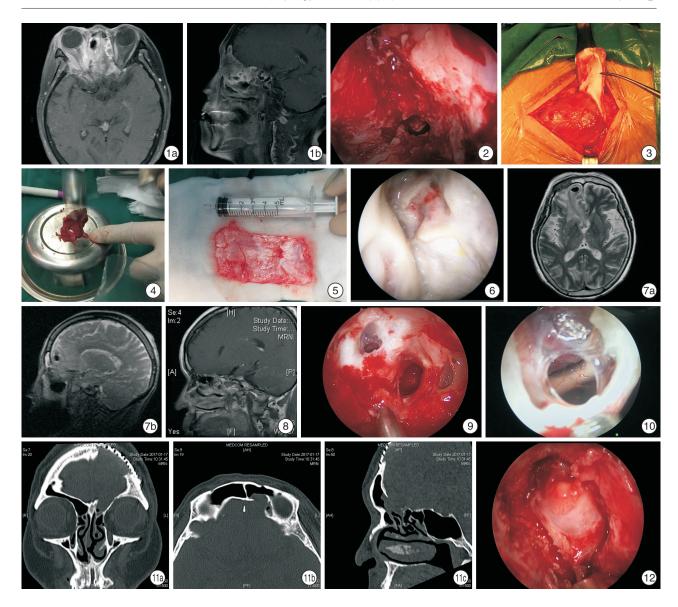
例1患者术前鼻窦 MR 增强所见 右侧鼻腔及筛窦内、眶尖周围占位性病变 1a:轴位;1b:矢状位; 图2 例1 患者第1次术中所见 右侧鼻腔内肿瘤,表面不光滑,瘤体主要位于筛窦区域,与眶壁相连,眶骨壁破坏,向上侵犯前颅底骨质,硬脑膜及额叶部分脑组织受累; 图3~5 例1患者术中制备股外侧阔筋膜及肌浆; 图6 例1患者第2次术中所见 右侧鼻腔黏膜表面广泛坏死、血供差,前颅底骨质部分缺损,可见少量清亮脑脊液流出; 图7 例1患者术后颅脑 MR 平扫见少量颅内积气 7a:轴位;7b:矢状位; 图8 例2患者鞍区 MR 增强所见 鞍内见不均匀强化异常信号影,鞍底下陷; 图9 例2患者第1次术中所见 脑脊液自蝶窦顶部多处缝隙外渗出; 图10 例2患者第2次术中所见 原脑脊液漏口张开,脑脊液外溢,自漏口可见视交叉及大脑前动脉; 图11 例3患者术前颅脑三维CT示左侧额窦上下壁及前后壁局部骨质不连续 11a:冠位;11b:轴位;11c:矢状位; 图12 例3患者术中所见 漏口位于左侧额窦后壁,局部有脑膜脑膨出。
